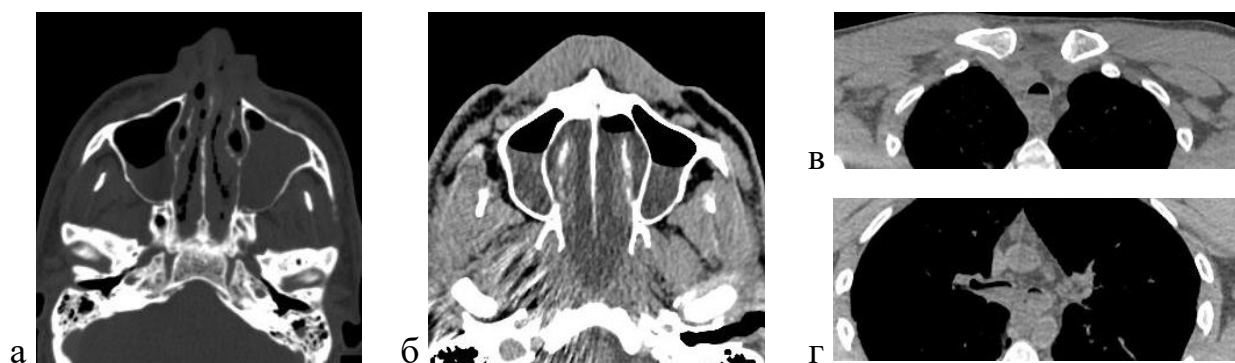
а, б - Содержимое в полостях носа и носоглотки. Рисунок 4 в, г- Содержимое в просвете трахеи. Посмертное КТ-исследование
